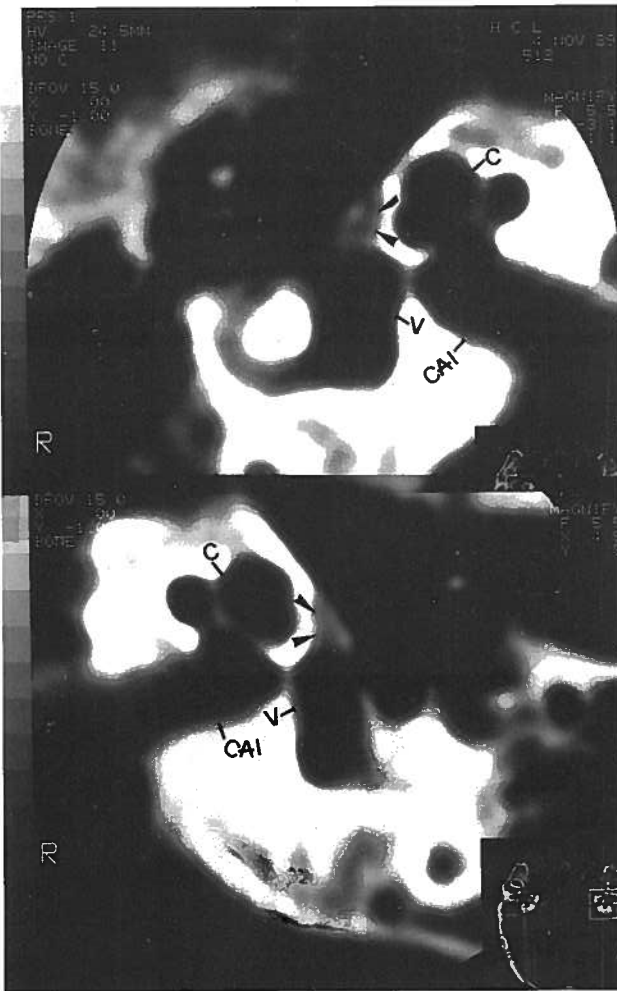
OEV com audiometria de tipo II, *gap* A/O de 30 dB. TC no plano axial: C- cóclea; V- vestibulo; CAI- conduto auditivo interno. Os focos antefenestrais simétricos têm expressão predominantemente activa com contacto endosteal justafissular dos vestibulos (unico componente retrofenestral). As pontas de seta indicam a intensa hipotenuação antefenestral com nítida demarcação da cápsula normal. OD- ouvido direito; OE- ouvido esquerdo.
